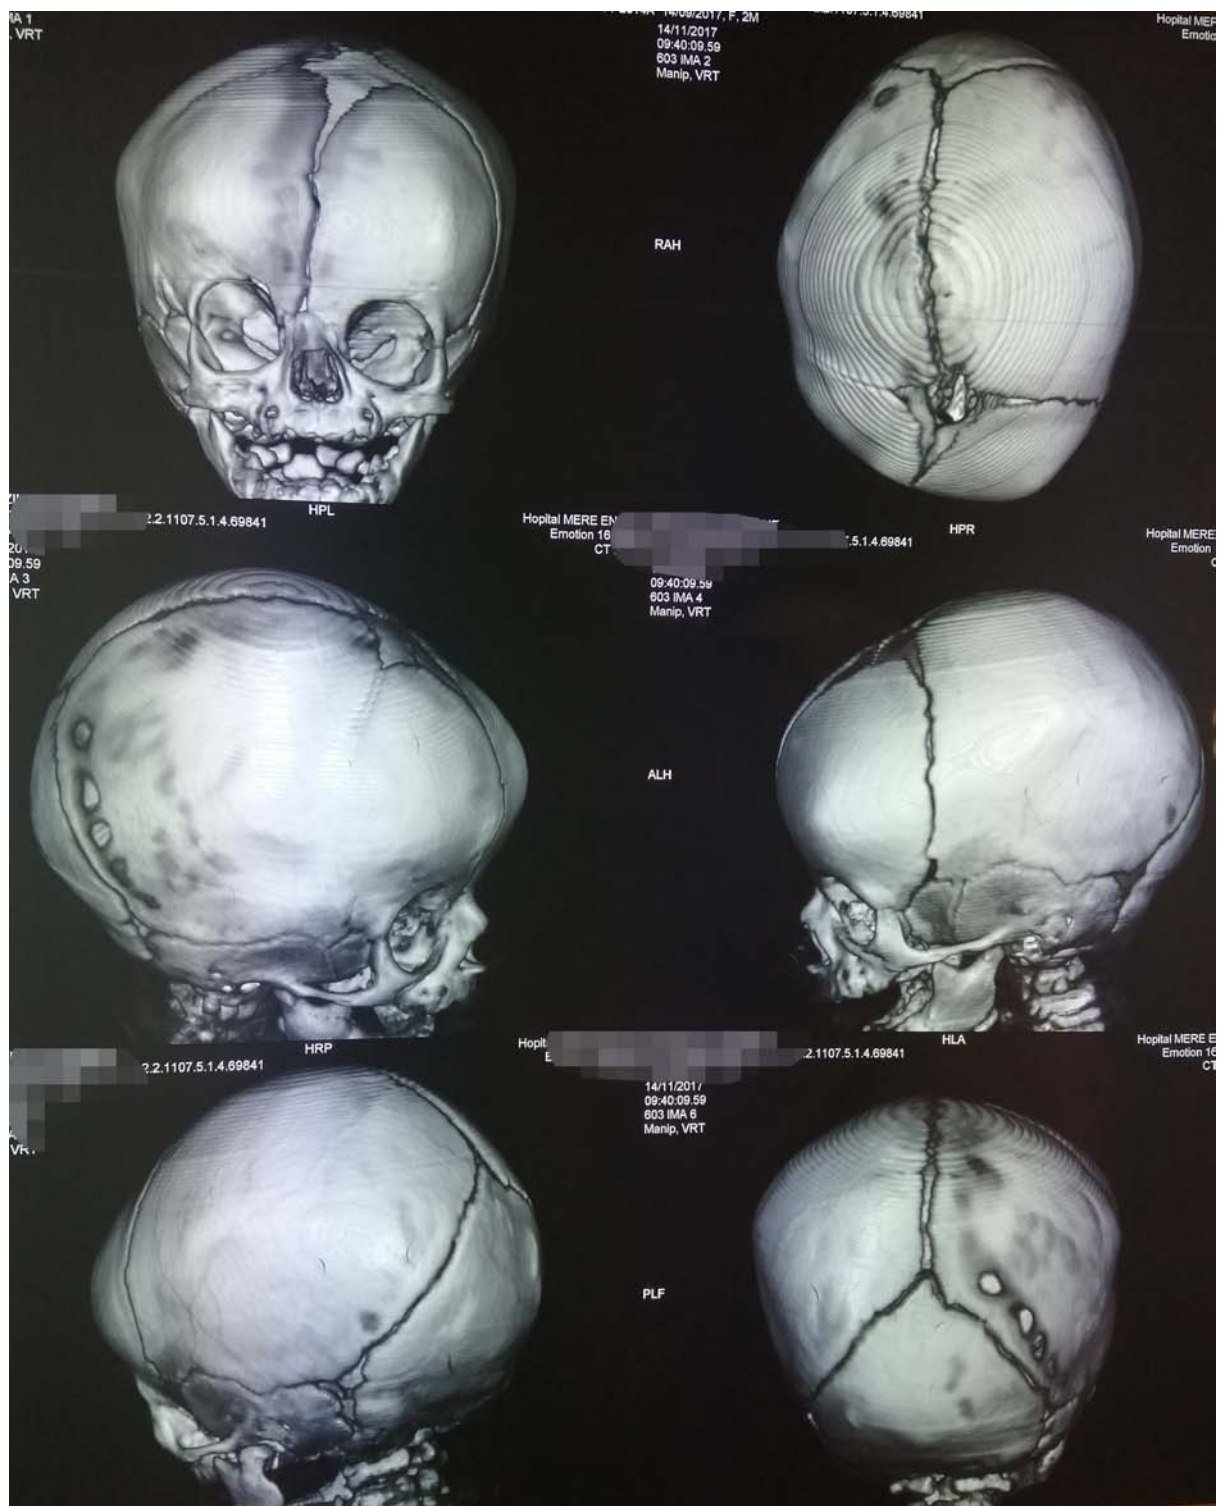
TDM crâniocéphalique tridimensionnelle en fenêtre osseuse montrant une Craniosténose de type plagiocéphalie droite.
